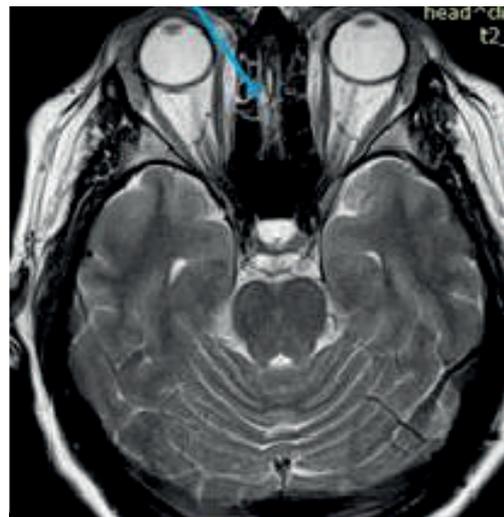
МРТ головного мозга. T2 режим. Аксиальный срез. Синей стрелкой обозначен дефект решетчатой кости.
